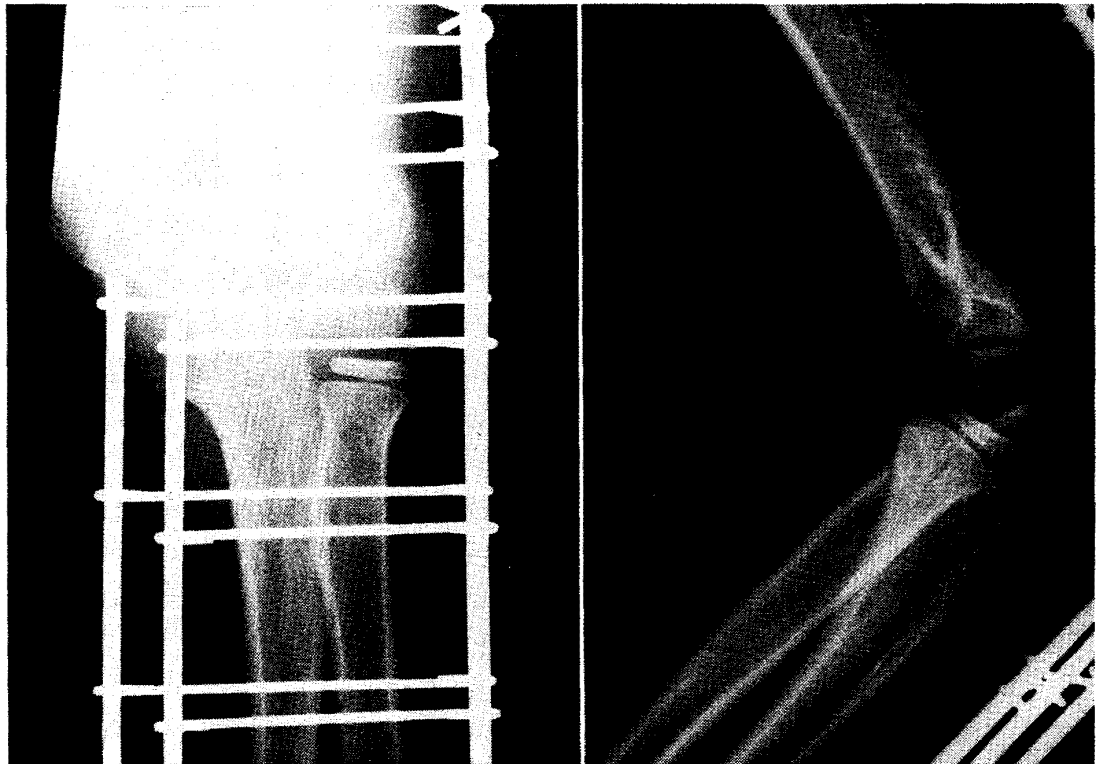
Anteroposterior and lateral radiographs of the elbow during the first examination.
